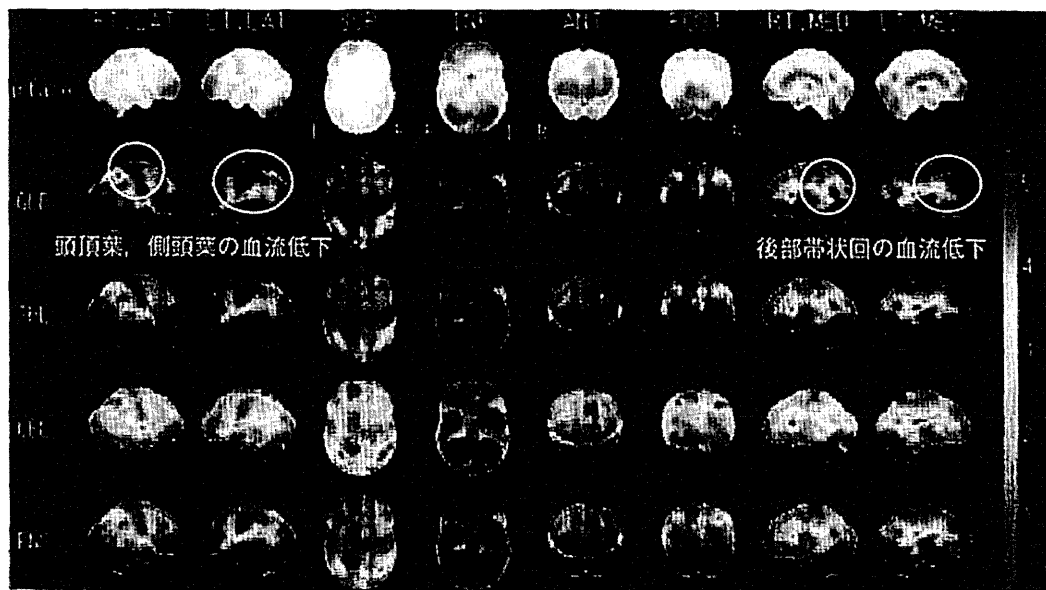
症例 5 の SPECT 3D-SSP
